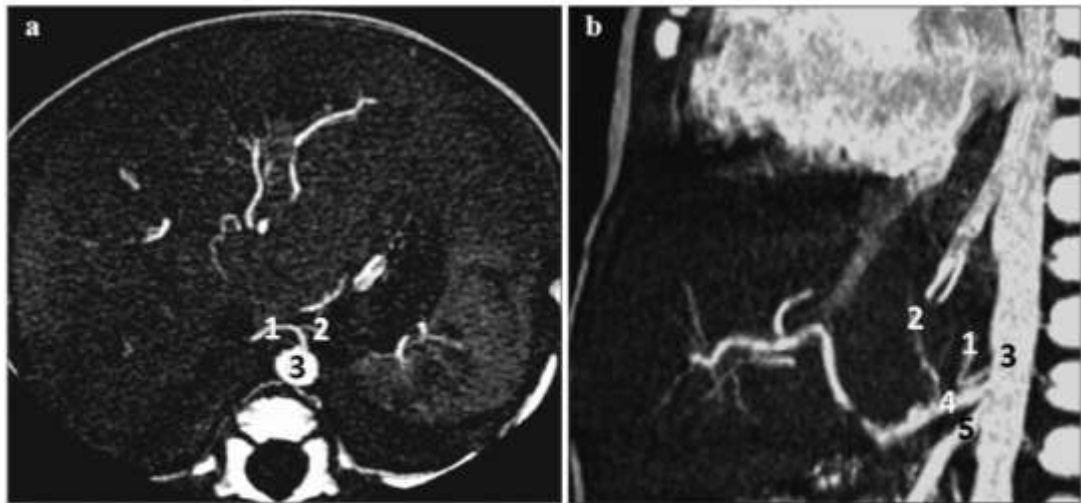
Angio-TC de Tórax. Lactante masculino, 1 año 3 meses con Cardiopatía Congénita. Se muestra el origen de las arterias frénicas inferiores. 1: Arteria frénica inferior derecha. 2: Arteria frénica inferior izquierda. 3: Aorta descendente abdominal. 4: Tronco celiaco. 5: Arteria mesentérica superior.
